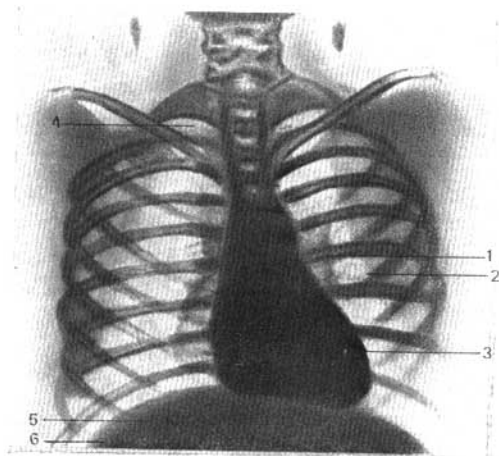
Radiografía del tórax.
